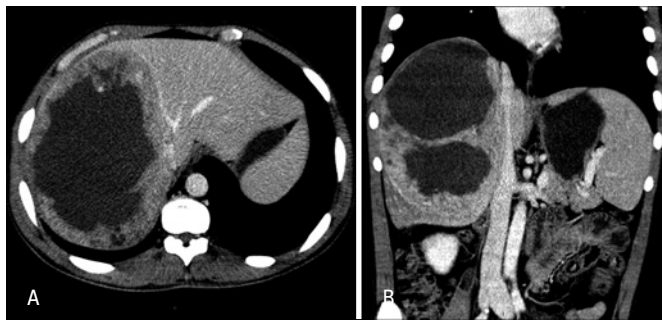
(A) Tomografia computadorizada - corte axial - fase portal - veia hepática média - contato com a lesão. (B) Tomografia computadorizada - corte coronal
